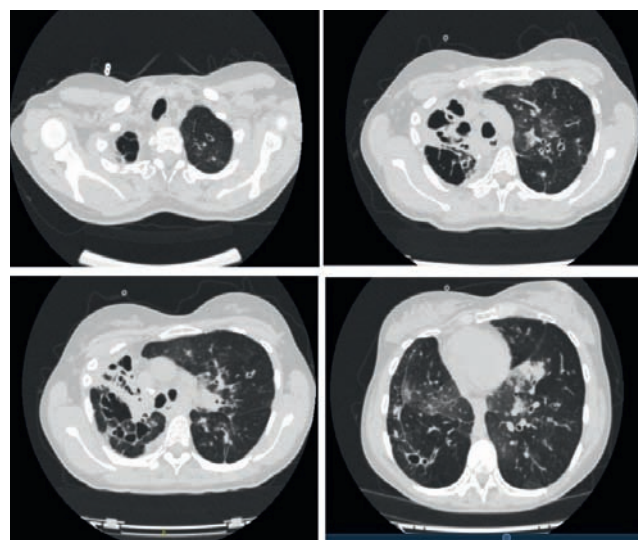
Компьютерная томография органов грудной клетки пациентки (клиническое наблюдение № 5) от 29.04.20
